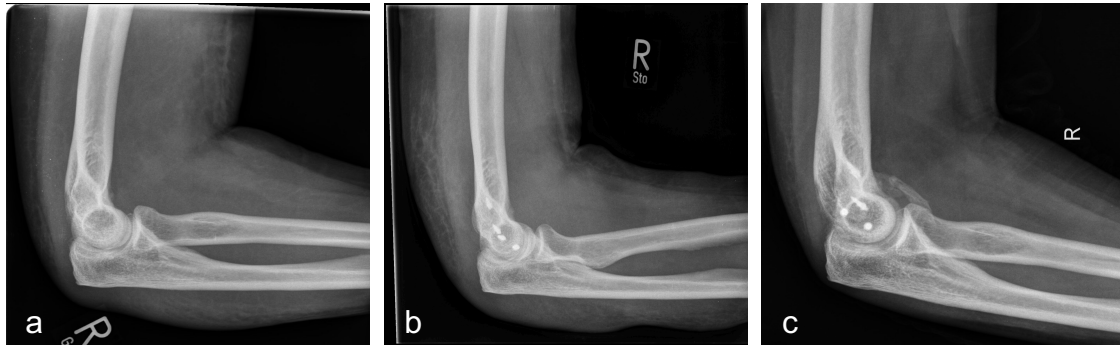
Röntgenbilder einer 63-jährigen Patientin nach Ellenbogenluxation und operativer Stabilisierung. (a) zeigt das Röntgen nach erfolgter Reposition. Die Ausversorgung erfolgte nach 7 Tagen und es wurde Ibuprofen 400mg zweimal täglich als Ossifikationsprophylaxe eingenommen. (b) zeigt das Röntgenbild postoperativ und (c) das Röntgenbild nach 12 Wochen mit einer HO, welche als 3a eingeteilt wurde.
